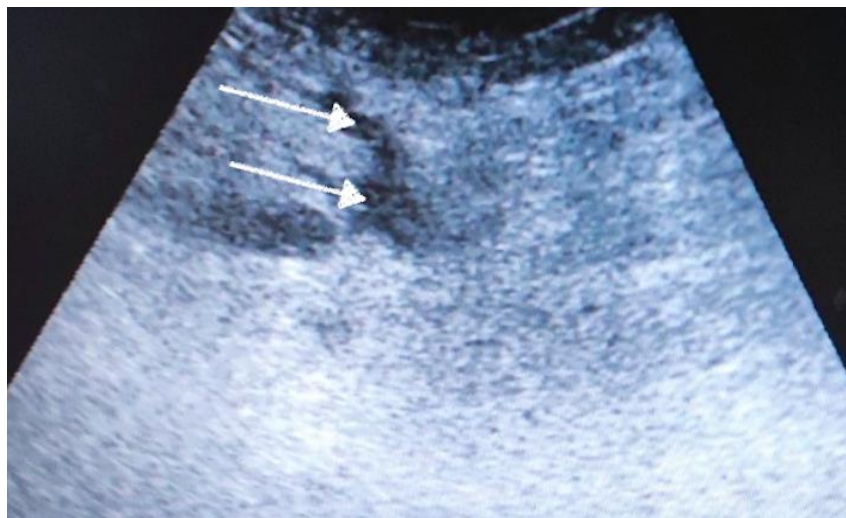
УЗИ брюшной стенки первого пациента после операции. Белыми стрелками показаны жидкостные скопления
